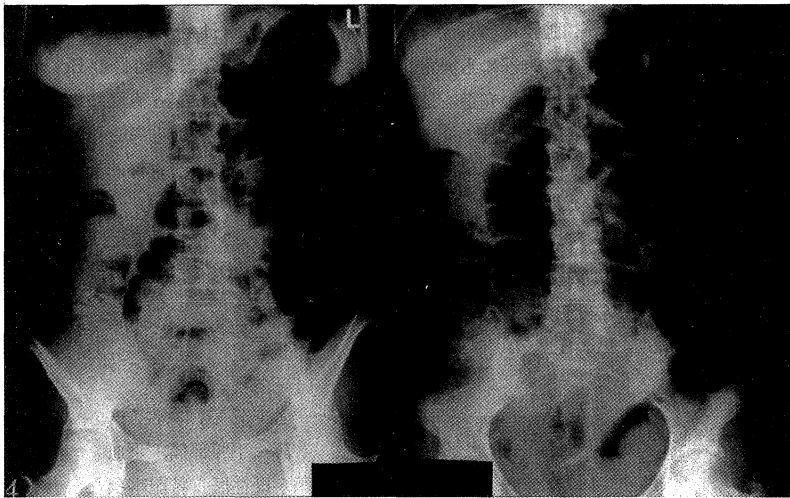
Case 1. Upright (Left) and supine (Right) abdominal roentgenograms. The colon was extremely expanded by the bowel gas from the transverse colon to the descending colon.
